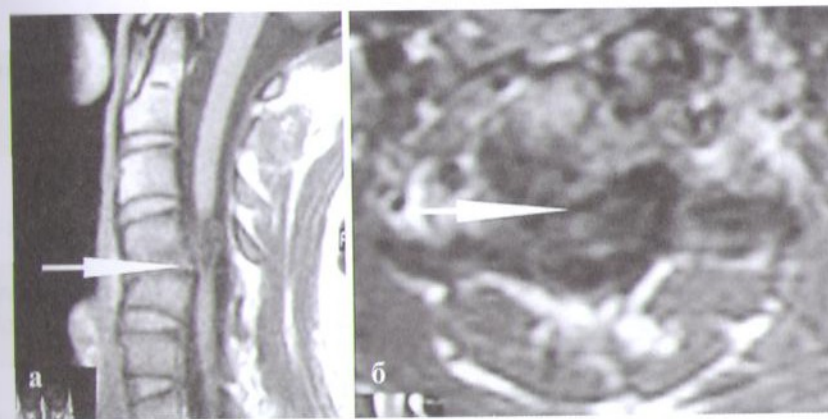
МРТ больного (а — сагиттальный и б — аксиальный срезы) с последствиями компрессионного перелома С4–С5 тел позвонков, сопровождающегося грубым анатомическим повреждением спинного мозга. Стрелкой показана зона максимальной деформации позвоночного канала с передней компрессией спинного мозга.
